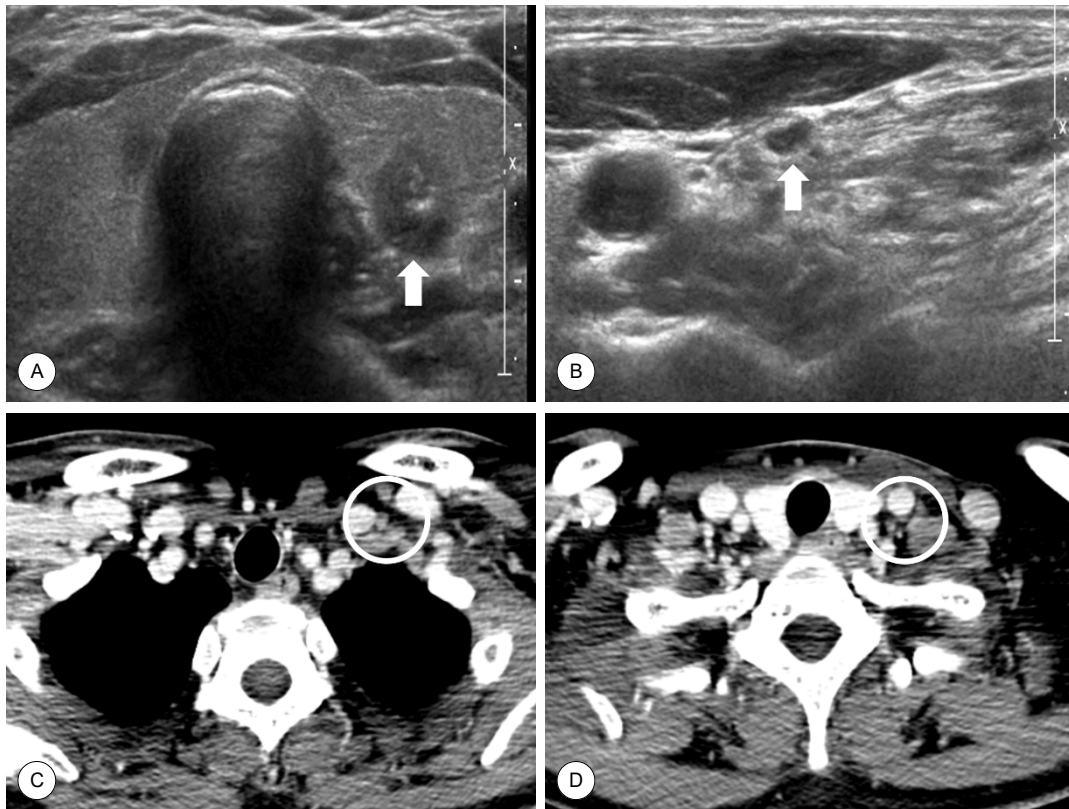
Preoperative radiologic findings. Ultrasonography shows taller than wide nodule (arrow) and scattered white calcific spots in the thyroid (A) and round cystic lymph node (arrow) in left level IV (B). Contrast-enhanced computerized tomography shows multiple metastatic lymph nodes (circle) in left level IV (C, D).
